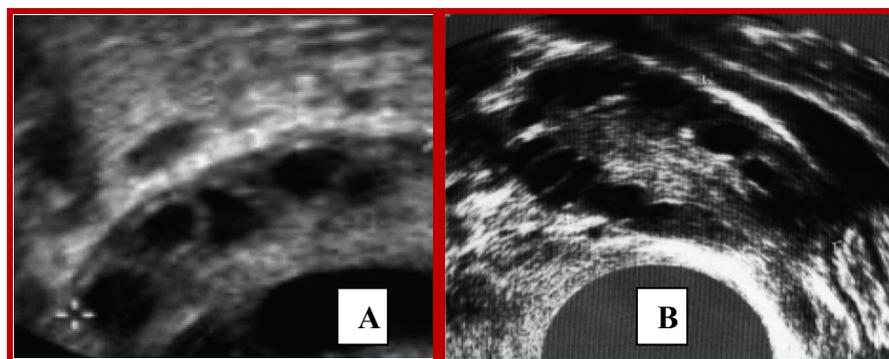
Échographie endovaginale (Benhamou, 2011)
